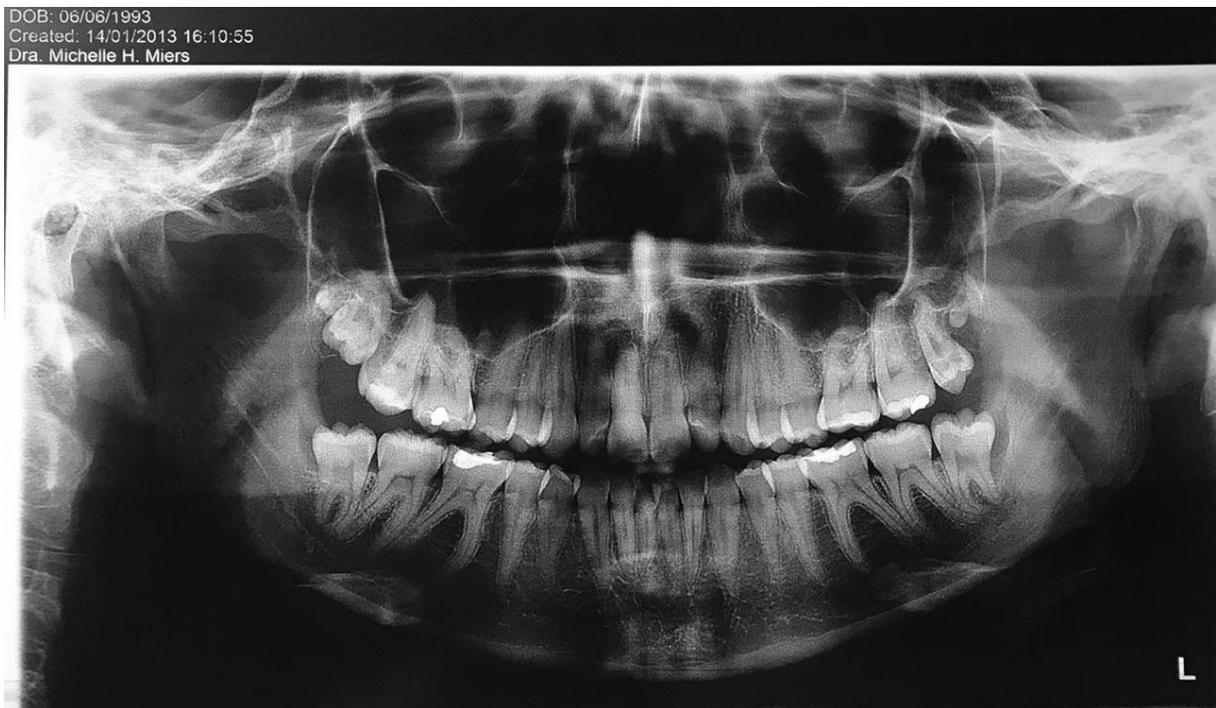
Radiografia panorâmica dos maxilares realizada no ano de 2013 onde notou-se ausência de lesão.
